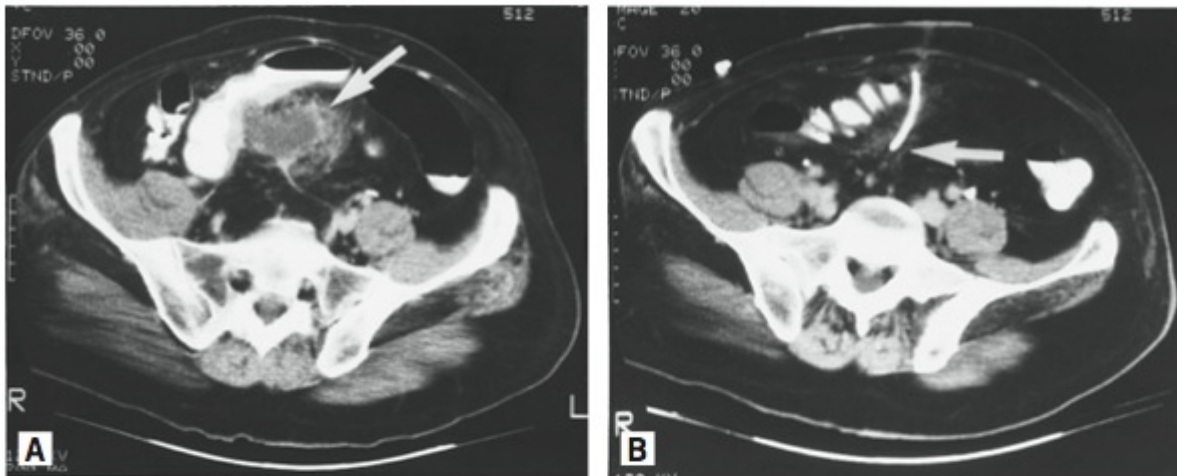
Abscesso diverticular assinalado pela seta (A) e em seguida evacuado por drenagem percutânea orientada por tomografia computadorizada (B). (Reproduzida, com permissão, de Schwarz SI, Shires GT, Spencer FC, et al, eds. *Principles of Surgery*. 7th ed. New York, NY: McGraw-Hill; 1999:1041.)
